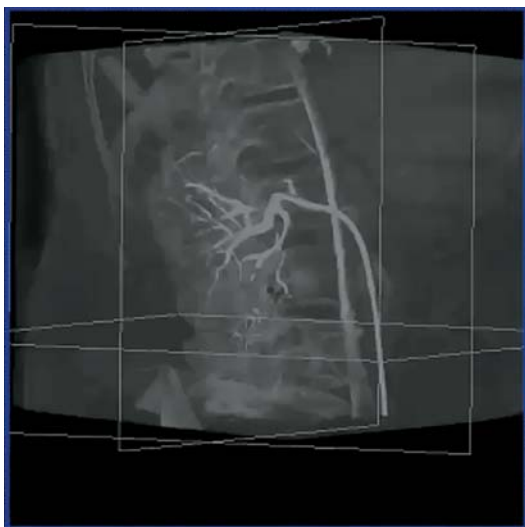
flat detector computed tomography after embolization.
